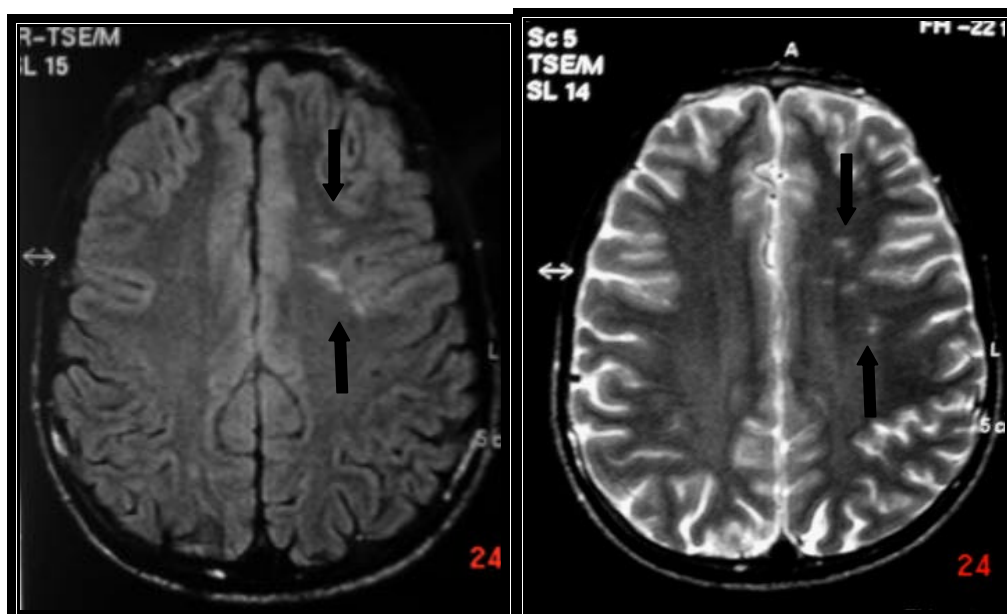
RM do encéfalo do paciente 14. Adolescente de 15 anos. Axial FLAIR e TSE T2 demonstrando focos puntiformes de hipersinal predominando em hemisfério cerebral esquerdo.
